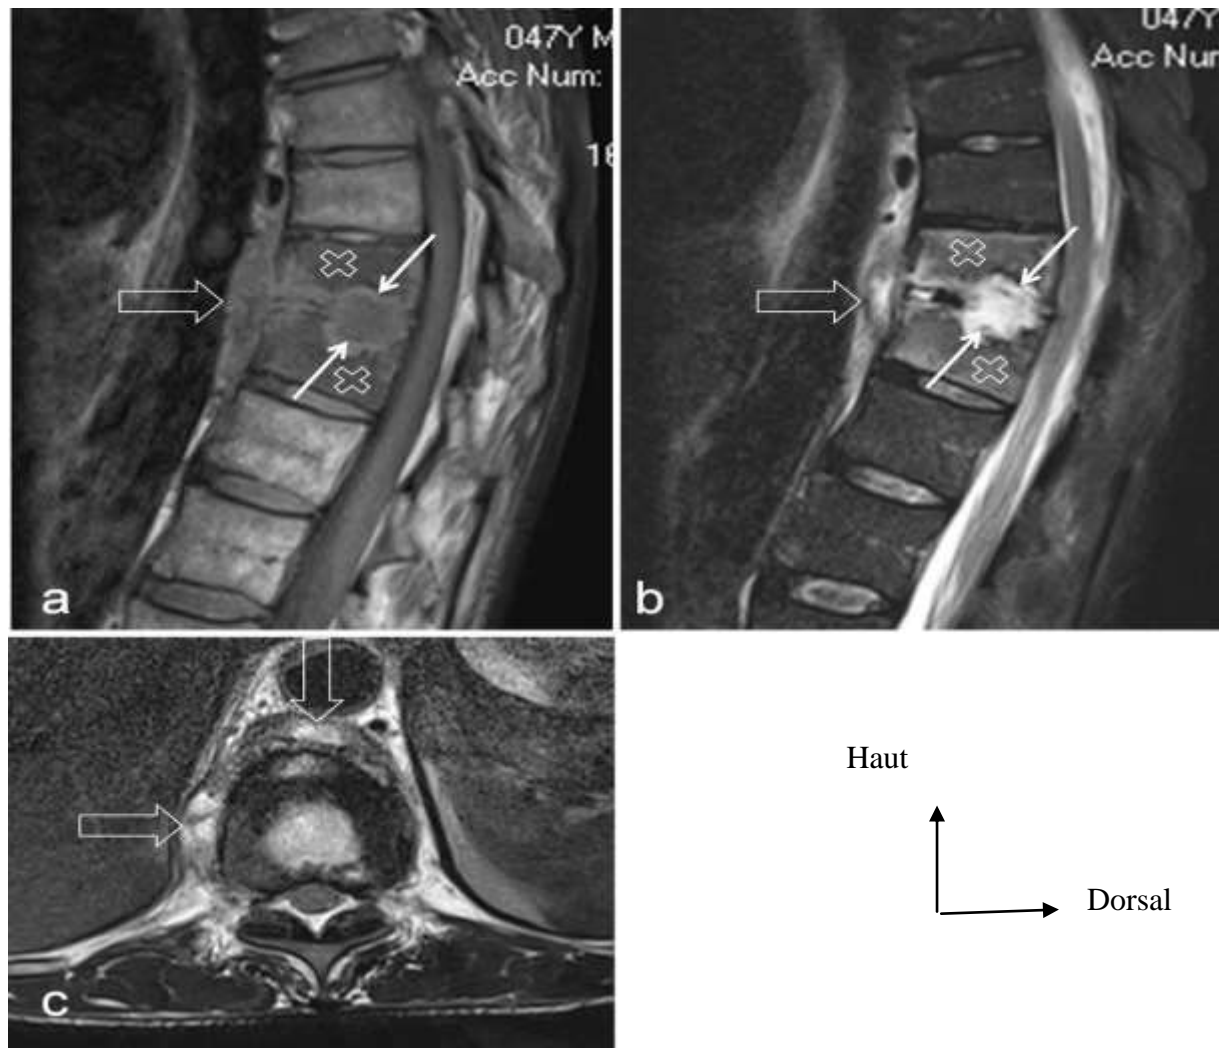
IRM du rachis dorsal (Spondylodiscite tuberculeuse chez un homme de 47 ans) [10].
